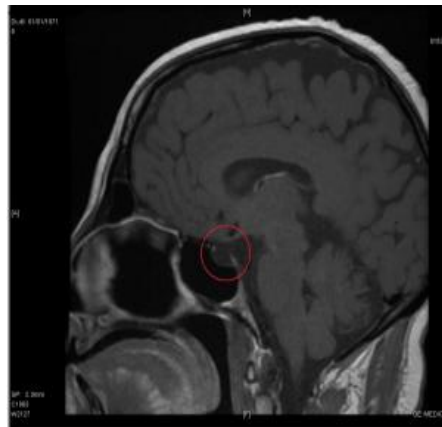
Ressonância magnética com gadolínio que mostra uma sela vazia (círculo vermelho)
